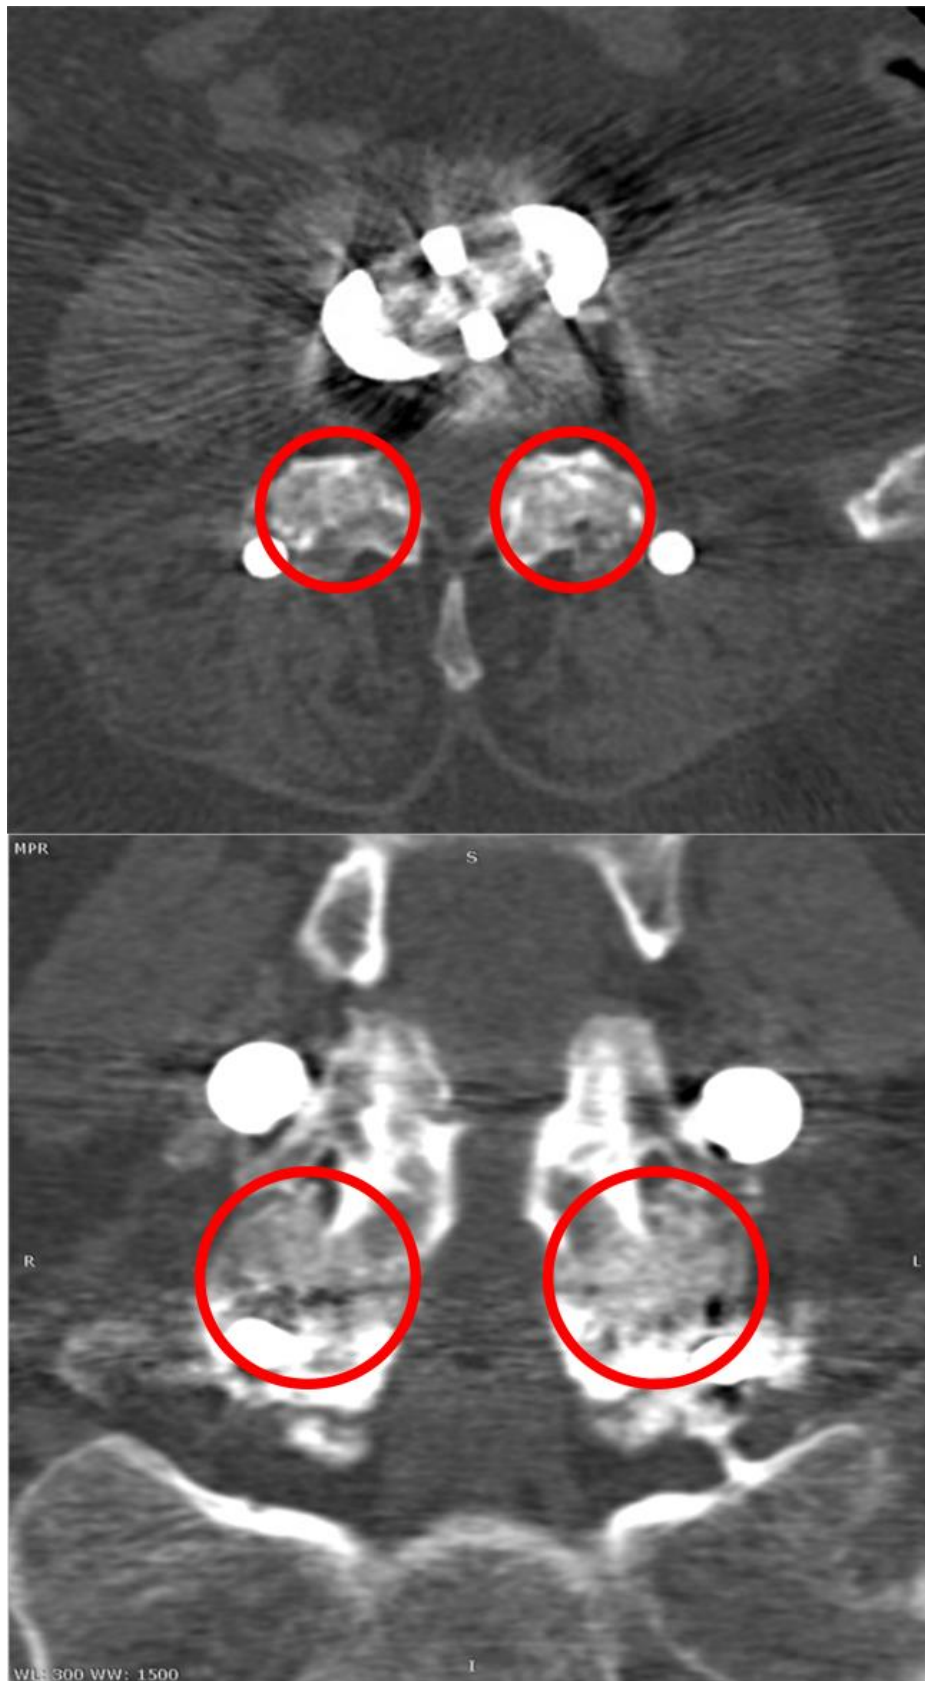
Контрольная КТ через 12 месяцев после выполнения оперативного вмешательства
